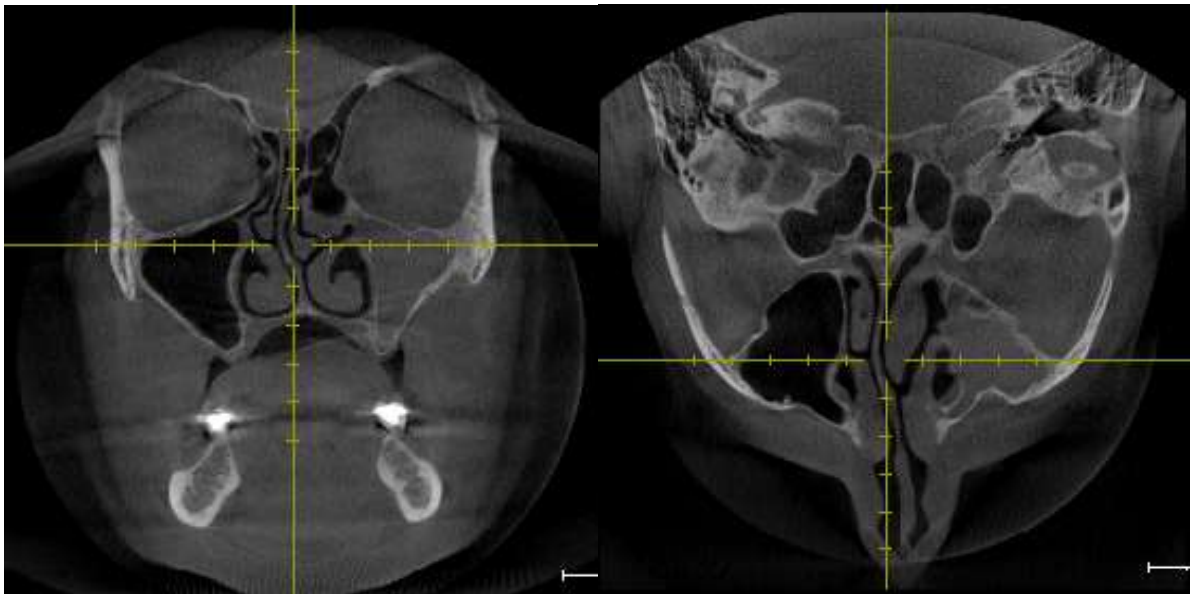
Ориентирование перекрестья на проекциях КТ при измерении верхнечелюстной пазухи
